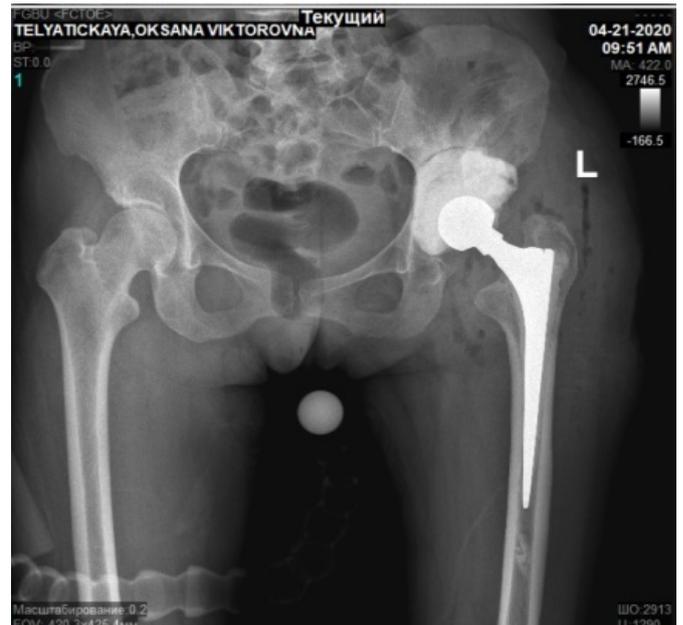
Контрольные рентгенограммы левого тазобедренного сустава пациентки Т. после установки респейсера (прямая проекция)
